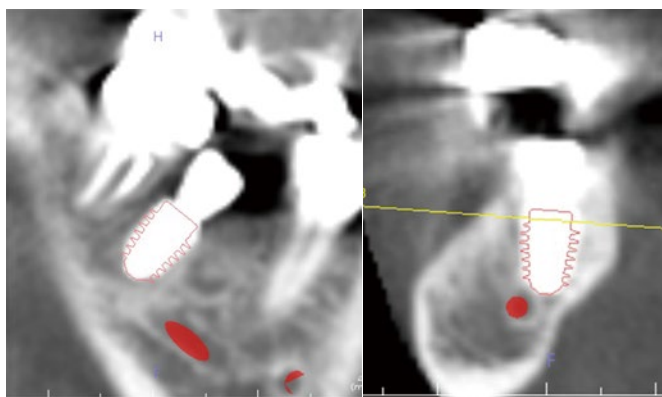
インプラント埋入後のCT所見。シミュレーション通りに埋入されているのがわかる。
